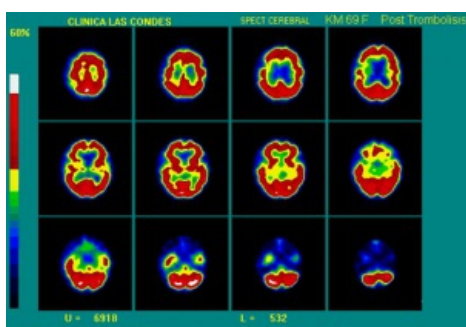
NeuroSPECT 24 horas post-trombolisis arterial de arteria angular en rama de la arteria cerebral media izquierda. Demuestra mejoría marcada de perfusión en segmentos témporo-parietal izquierdo con persistencia de pequeños focos en el lóbulo temporal anterior.
